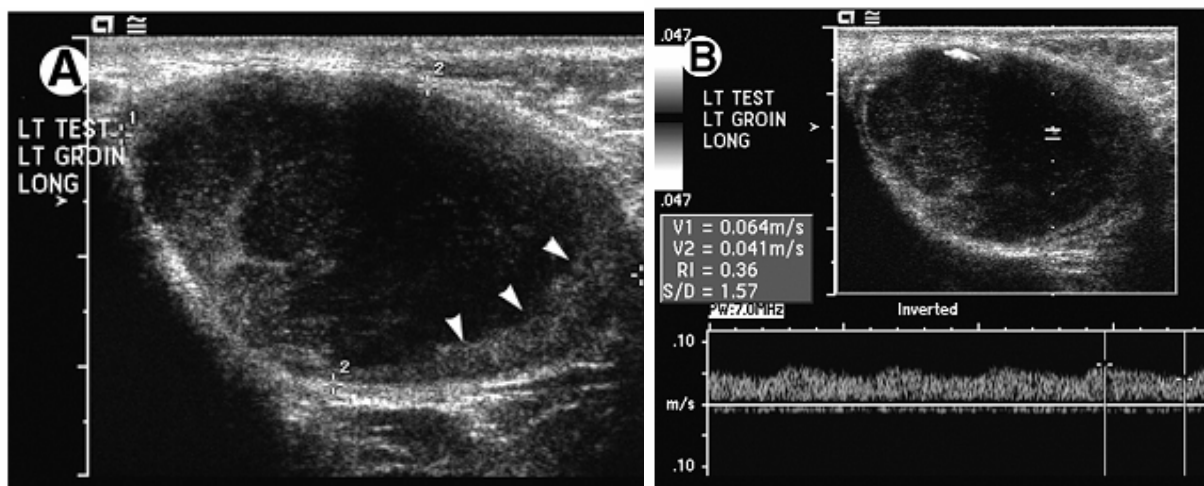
Image échographique d'une masse inguinale gauche sur testicule cryptorchide [31]
